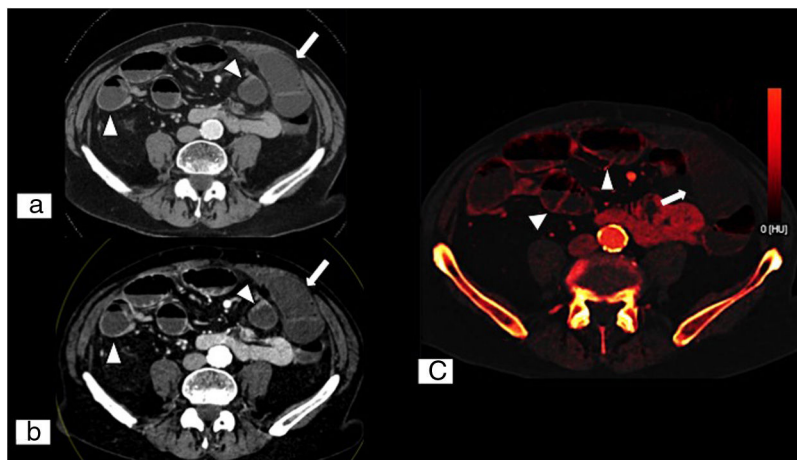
Isquemia mesentérica aguda secundaria a bridas. Tomografía computarizada (TC) dual abdominopélvica en plano axial con contraste intravenoso en fase portal (A), imagen monoenergética de bajo kilovoltaje (40 KeV) en plano axial (B) y mapa de yodo en plano axial (C). Muestran una menor captación de contraste en las asas isquémicas (flechas blancas) en comparación con el resto de asas normoperfundidas (puntas de flecha blancas), sin engrosamiento parietal evidente. Respecto a la TC convencional, la imagen monoenergética de bajo kilovoltaje permite contrastar más los tejidos que captan yodo, lo que facilita la detección de áreas de tejido poco perfundidas. (Imagen cedida por Marta Calvo Imirizaldu e Isabel Vivas Pérez. Servicio de Radiología de la Clínica Universidad de Navarra).
